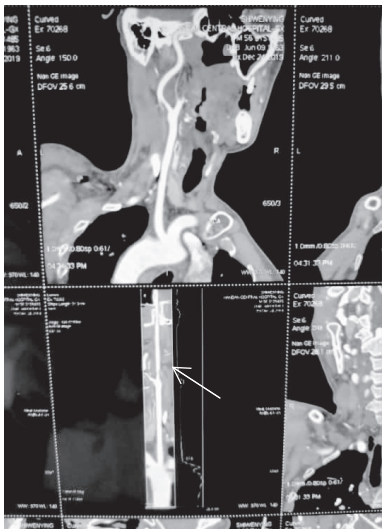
CTA 示左侧颈内动脉可见充盈缺损凸入腔内(箭头所示)
